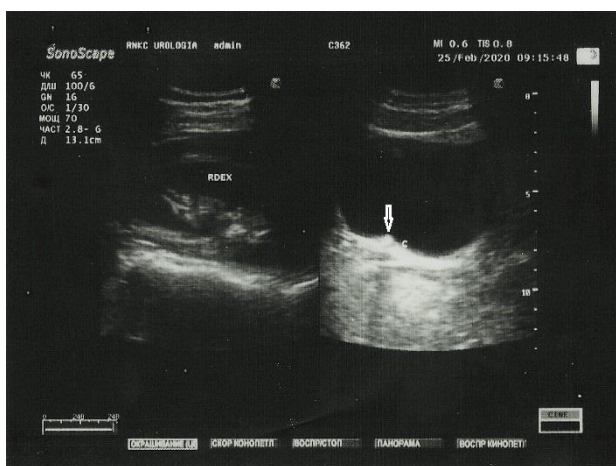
УЗИ. Уретеролитиаз справа.
